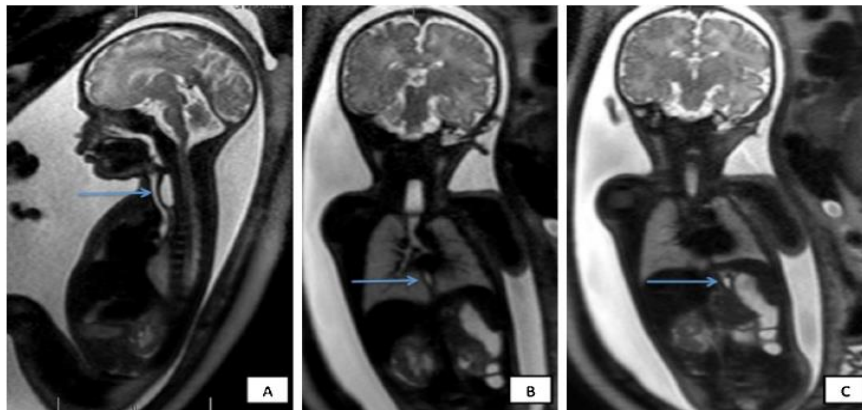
Diagnostic prénatal par IRM
